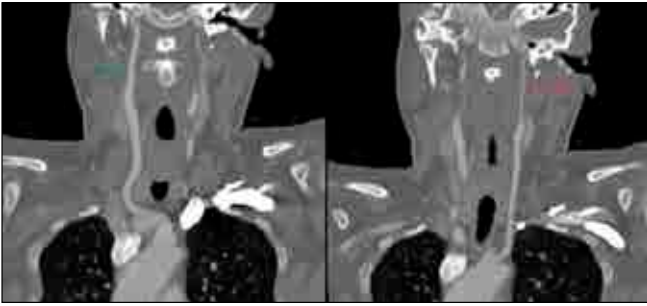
Figure d and e. Curved Reformatted MPR CT view shows a normal right internal carotid artery (green arrow) and a hypoplastic left internal carotid artery (red arrow).
